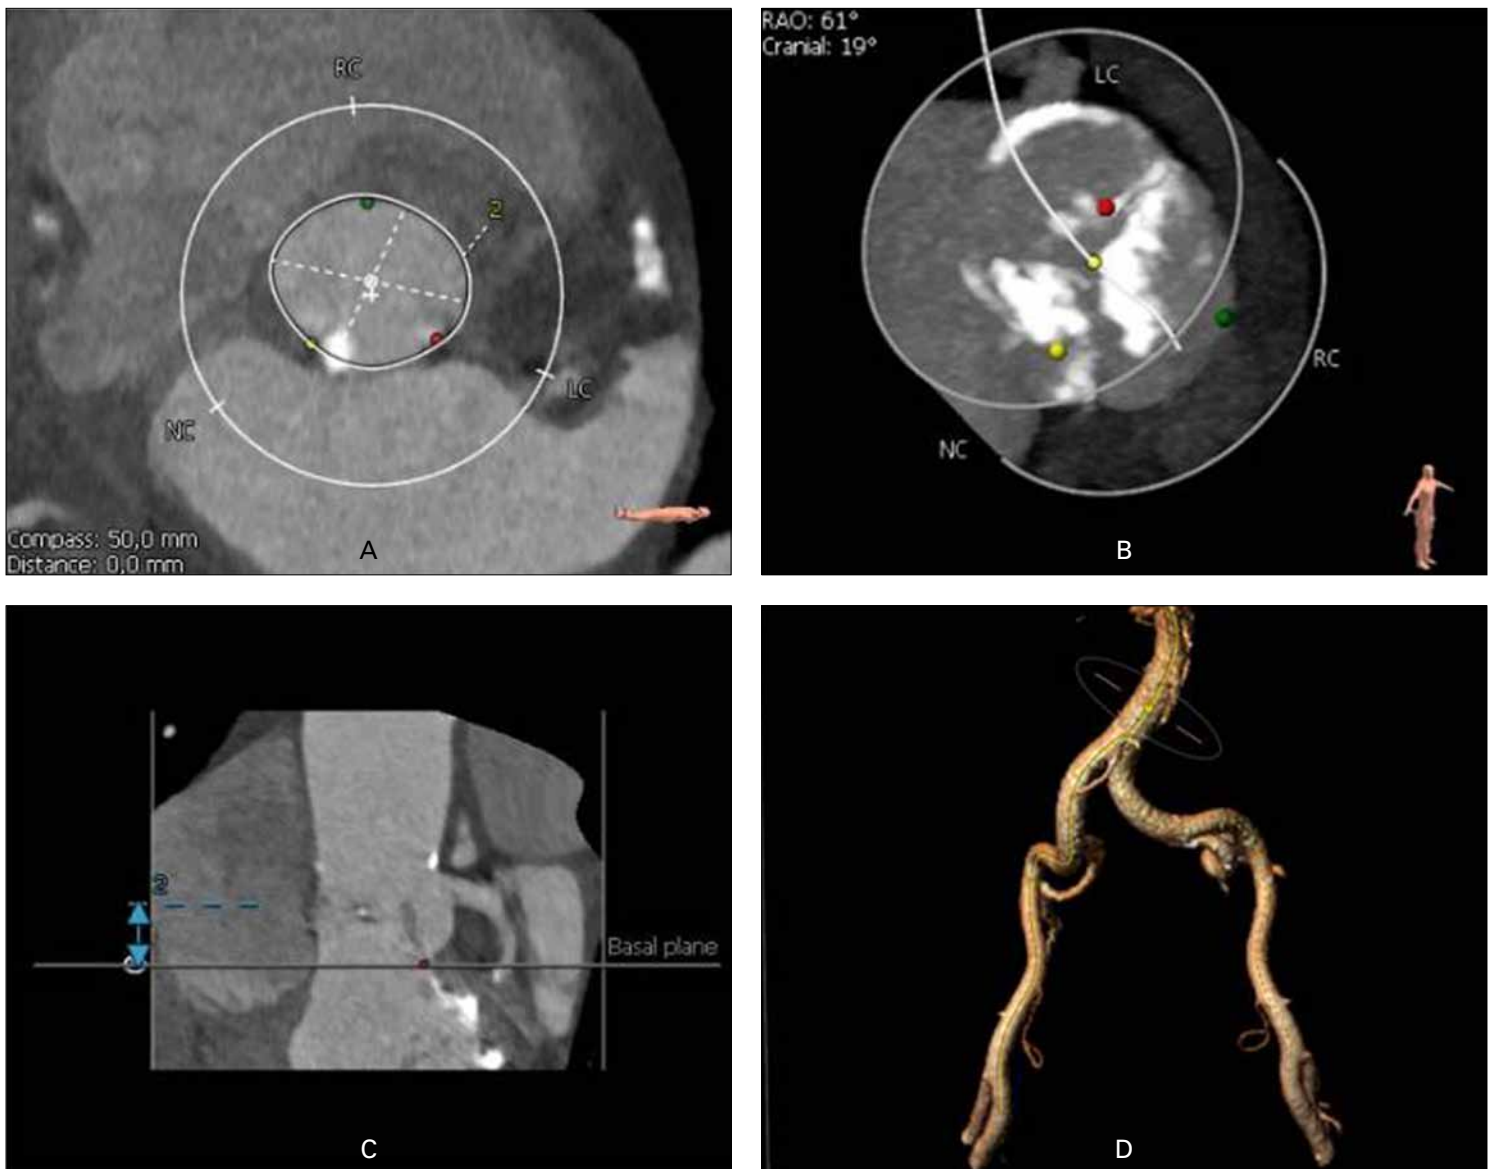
3D reconstruction of a computed tomography for TAVI planning. A full cycle CT scan is made in order to reconstruct the aortic annulus within the systolic phase and choose the TAVR valve size (A). Calcification patterns can be analyzed for valve selection (B) and the distance between the annulus and the coronary ostium can be determined (C). The reconstruction of the lower extremity arteries allow the planning of the access site (D).
